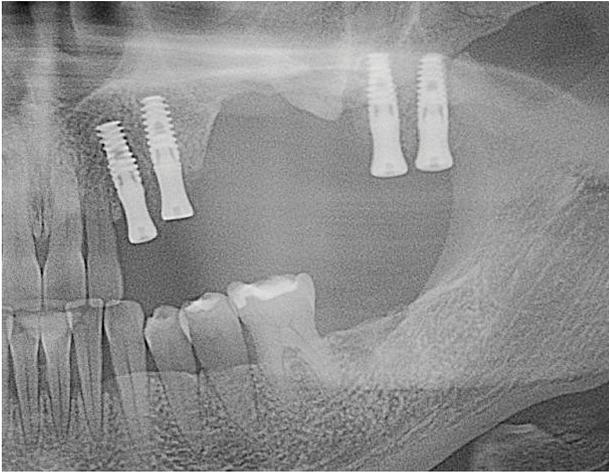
Ortopantomografía posquirúrgica.
